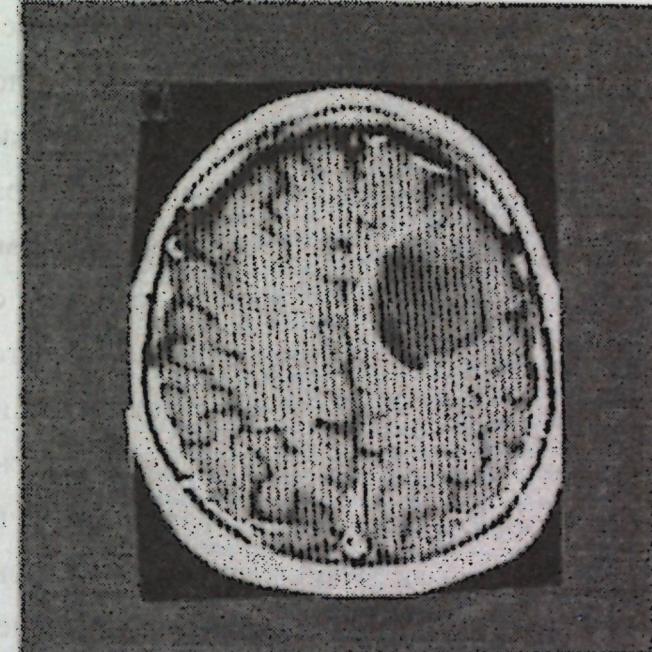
МР томограмма с мягкой гематомой в гиподенсивной фазе.
